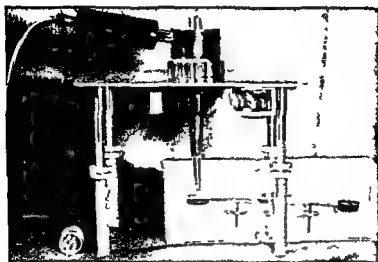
Balance for measuring output of ultrasonic rays from transducer
